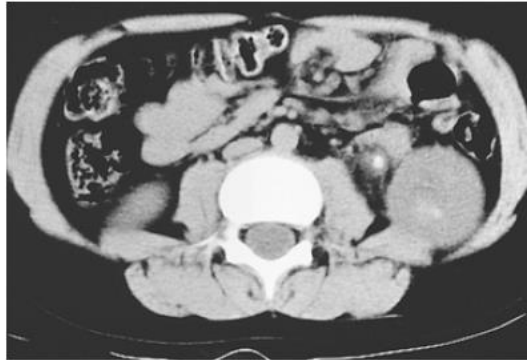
Noncontrast CT scan of the midabdomen in a male infant with cystinuria shows a left-sided calculus at the ureteropelvic junction with proximal hydronephrosis.
